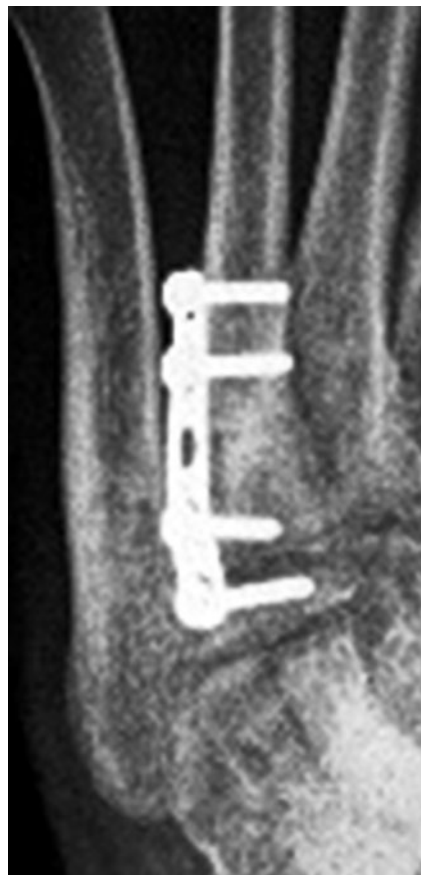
Radiografía simples - un año posoperatorio
